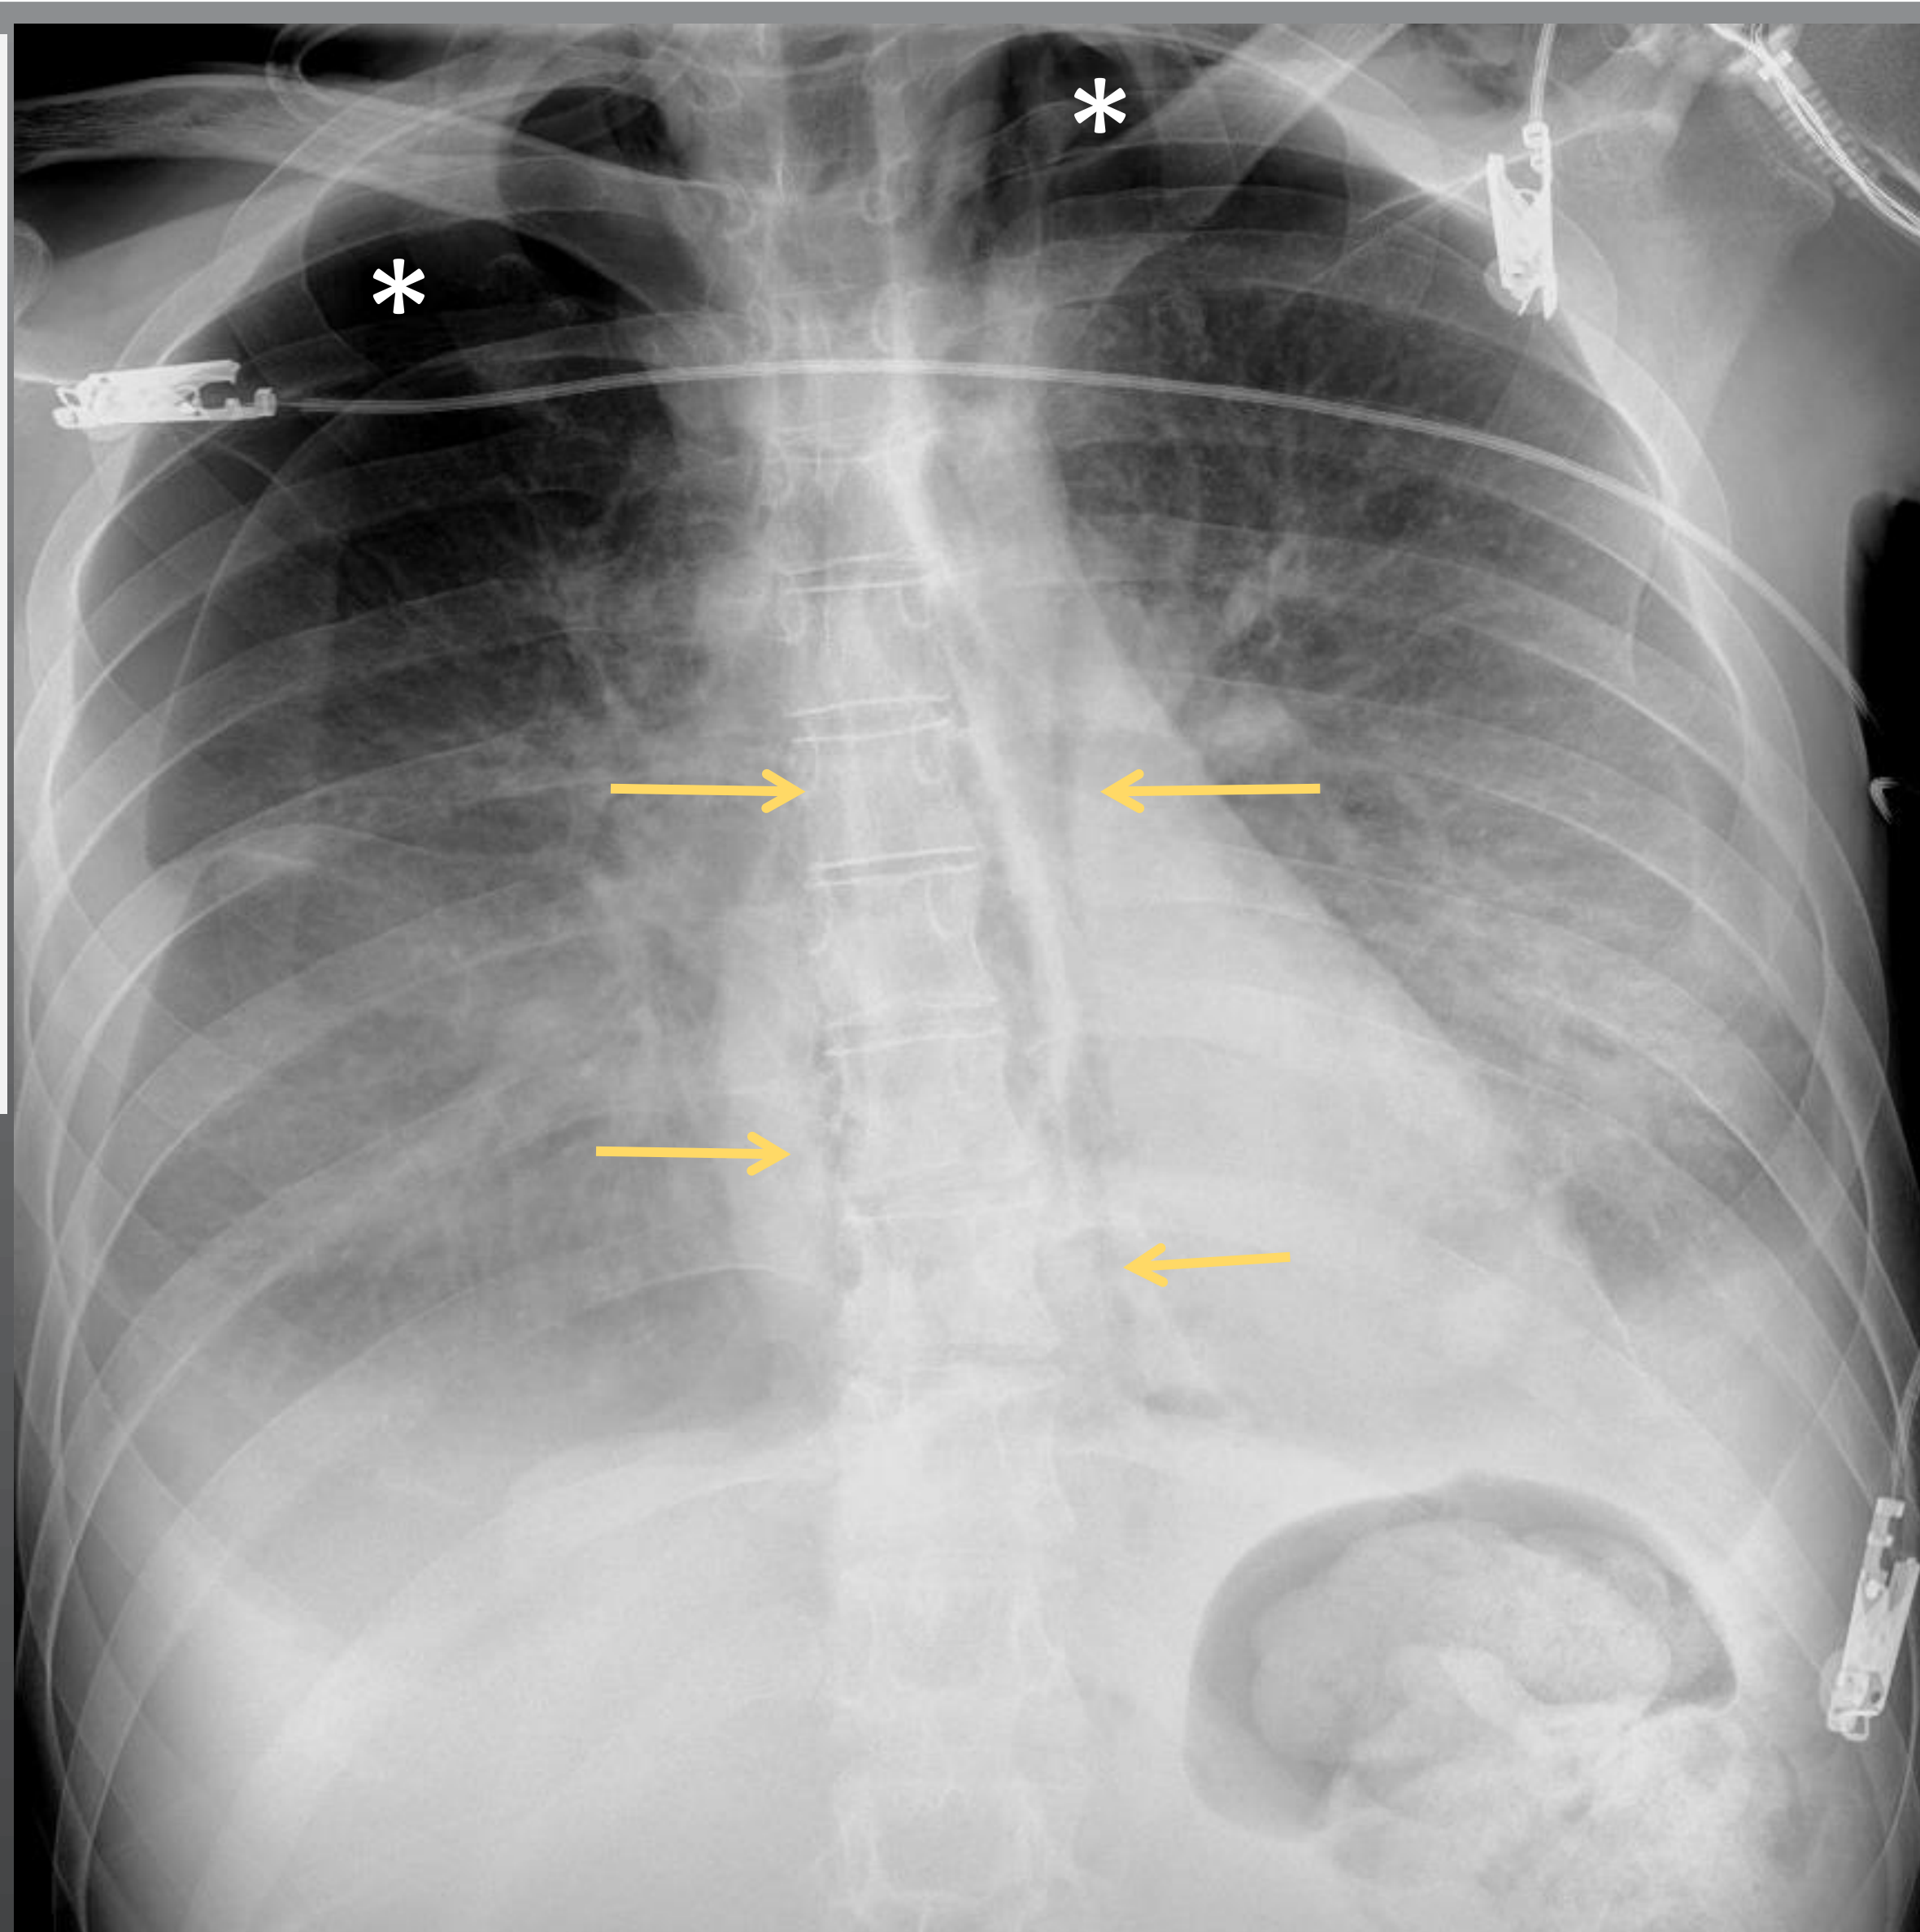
Sd. Boerhaave. Paciente de 23 años. En un contexto clínico de reagudización de su pancreatitis crónica hereditaria (*) se sospecha un neumomediastino con la RX convencional (flecha), que se confirma con la TC. Se trató con manejo conservador con éxito.
